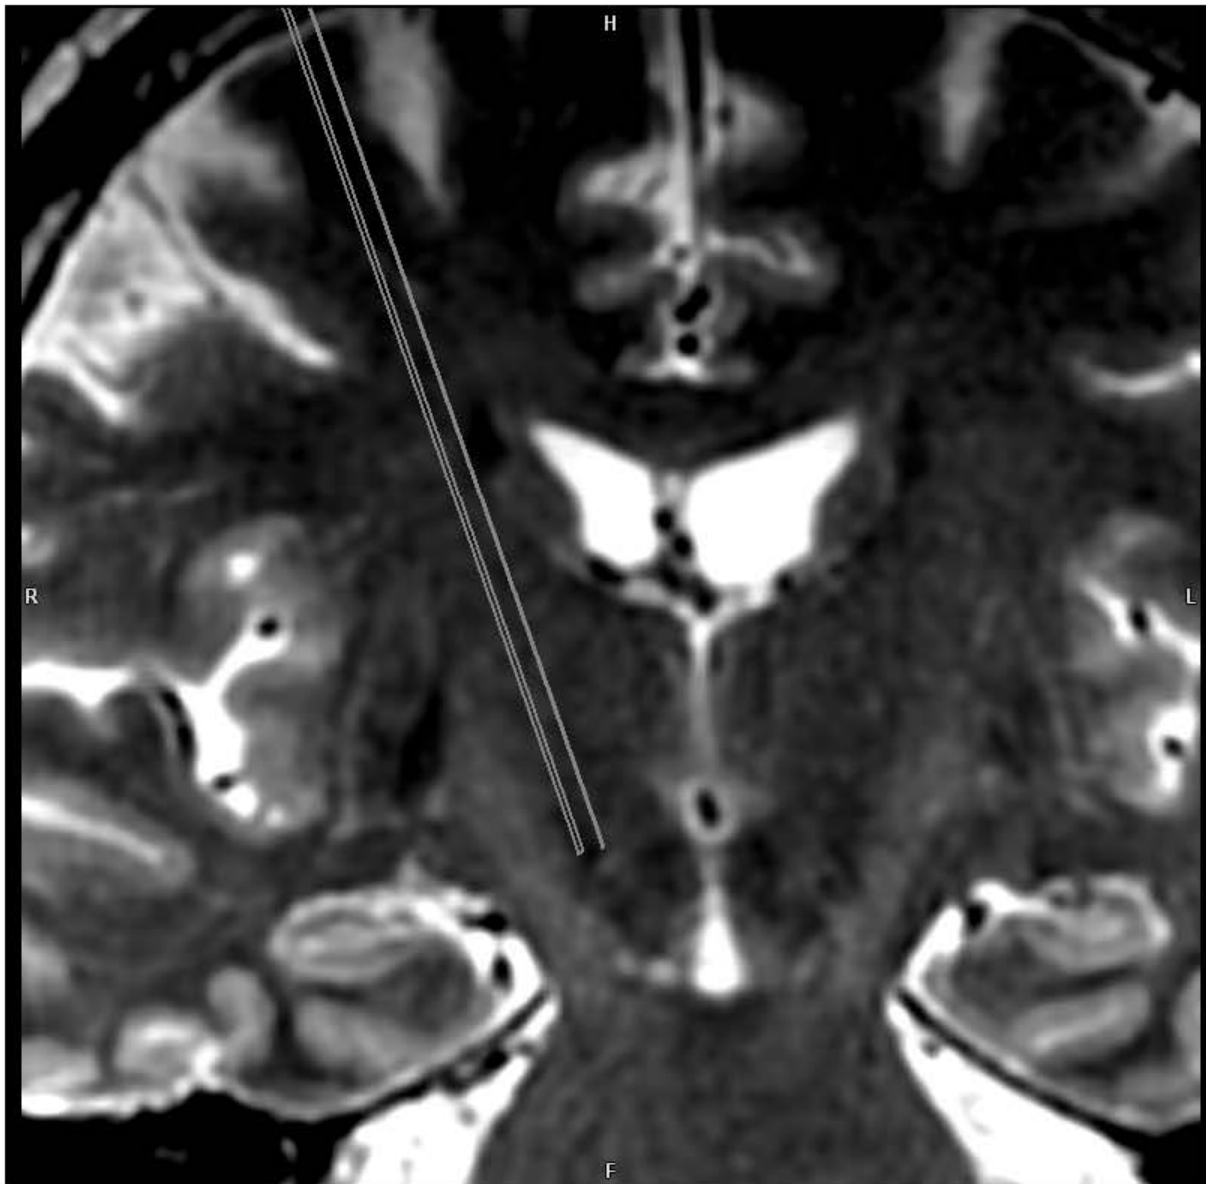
Imágenes durante la planeación en donde se realiza la fusión de la RM y TC.
